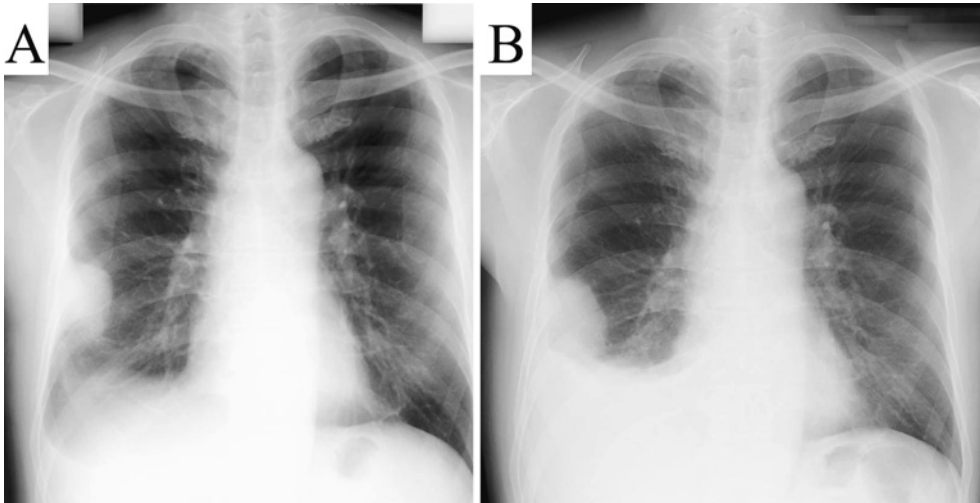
Chest X-ray films at discovery (A) and just before the surgical operation (B). Note a well-defined mass attached to the right thoracic wall. It enlarged and pleural effusion increased for 2 months.
